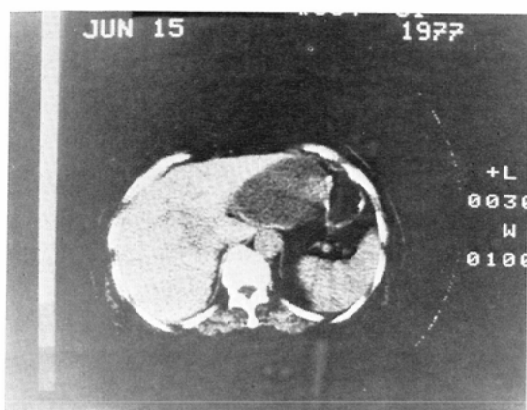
Case 3 CT image shows low density in the left lobe, slightly low density in the right.
